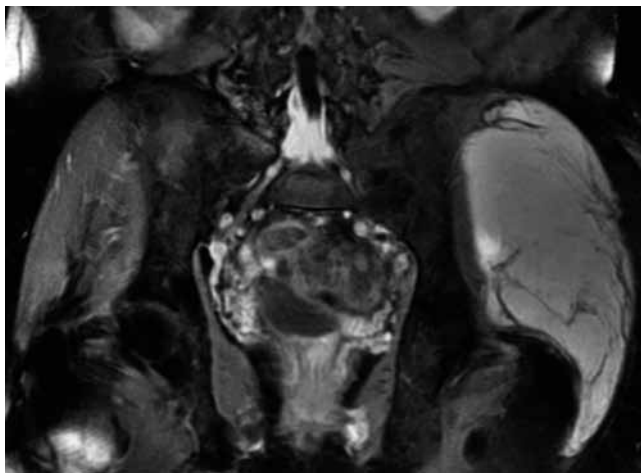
RM de pelvis. Secuencia Fat Sat. Coronal: Se observa tumoración ovalada, de contornos bien definidos a nivel de la porción distal del canal raquídeo. Presenta saturación con la técnica de Fat-Sat. Estos hallazgos están en relación con lipoma del Fillum terminal, asociado a disrafismo sacro.
